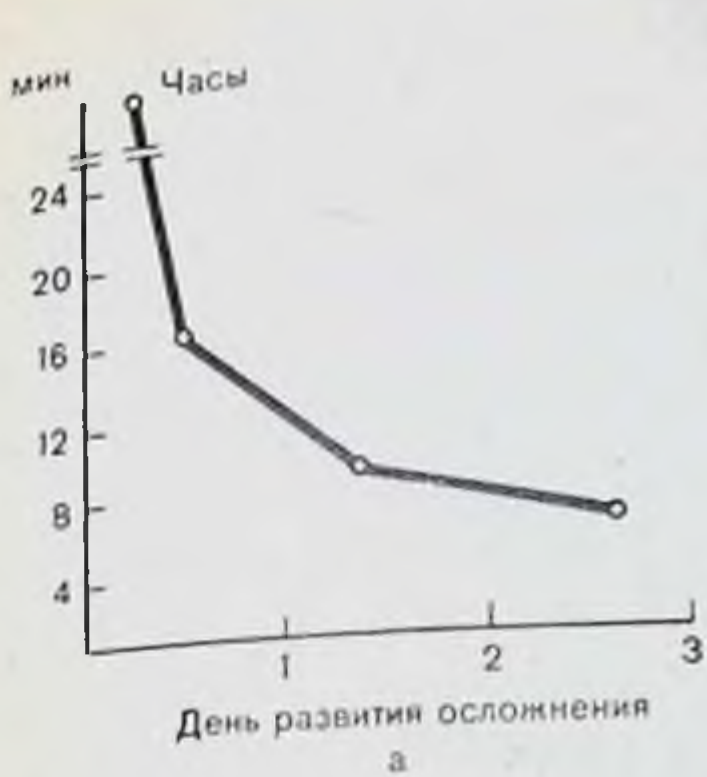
Динамика изменения времени свертывания цельной крови (а), толерантности плазмы к гепарину (б), времени рекальцификации плазмы (в) и тромботеста (г) у больных с гемотрансфузионными осложнениями.
